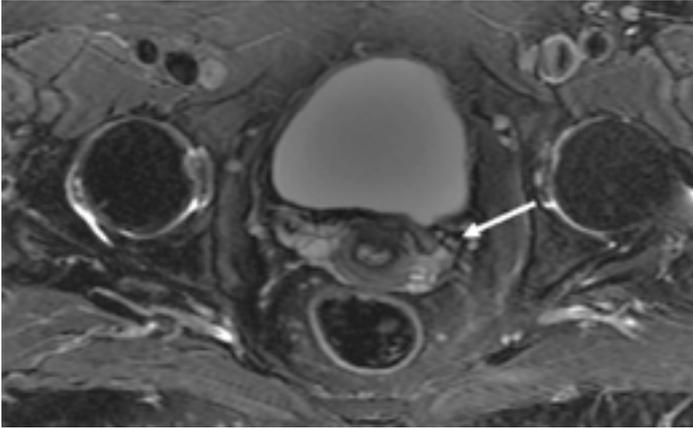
МРТ органов малого таза с внутривенным контрастированием. Режим T2-ВИ FatSat. Стрелкой отмечен лоскут влагалища.
